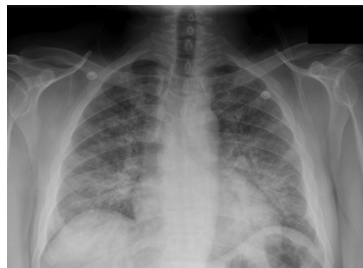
La radiographie pulmonaire montre une pneumopathie diffuse bilatérale. (193)
